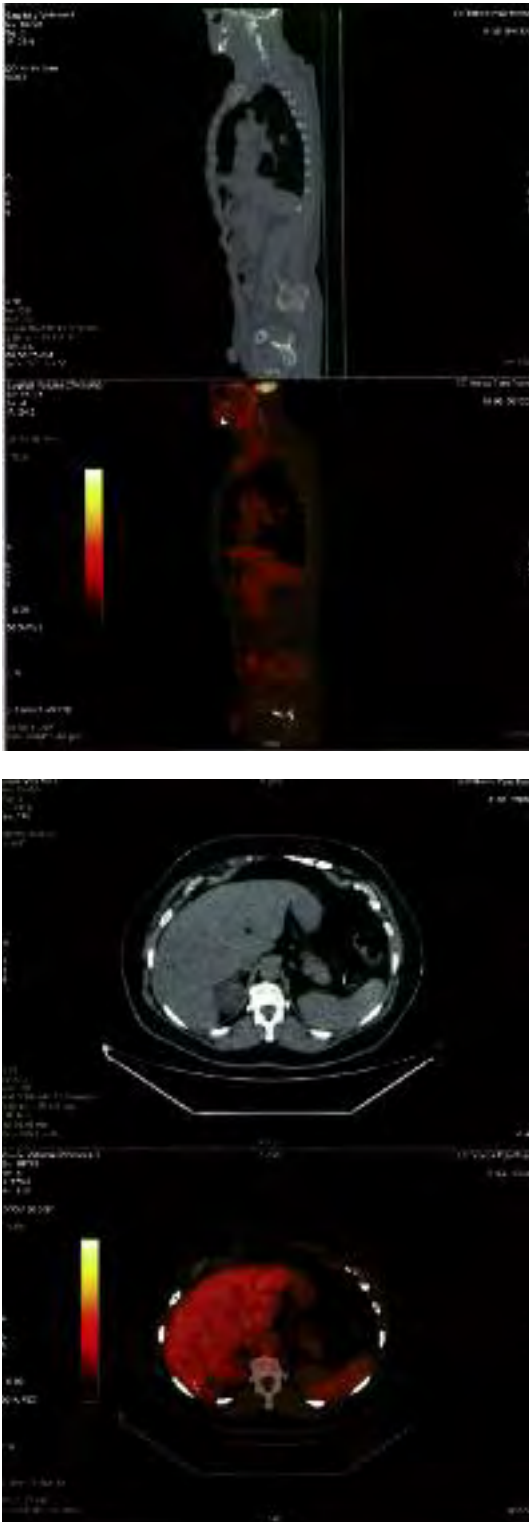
Esempi di immagini combinate PET-TC
